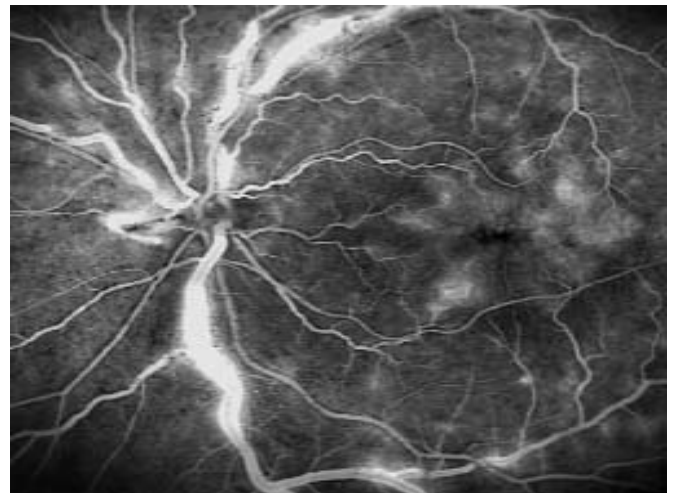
Altı numaralı olgunun tedavi öncesi renkli fundus fotoğrafı (A) ve flöresein anjiyografisi (B).
